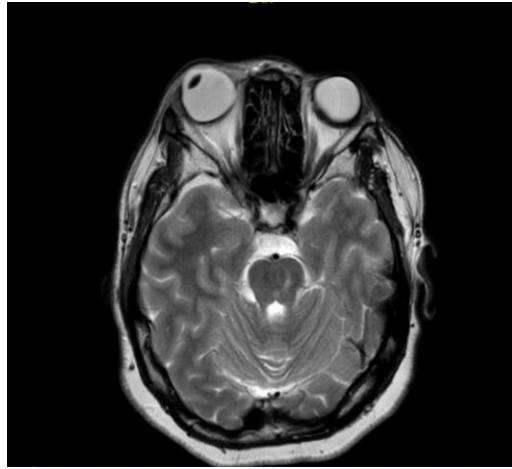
Ressonância nuclear magnética em T2 demonstrando aumento da espessura do ventre do músculo reto lateral e afinamento do ventre do músculo reto medial.
